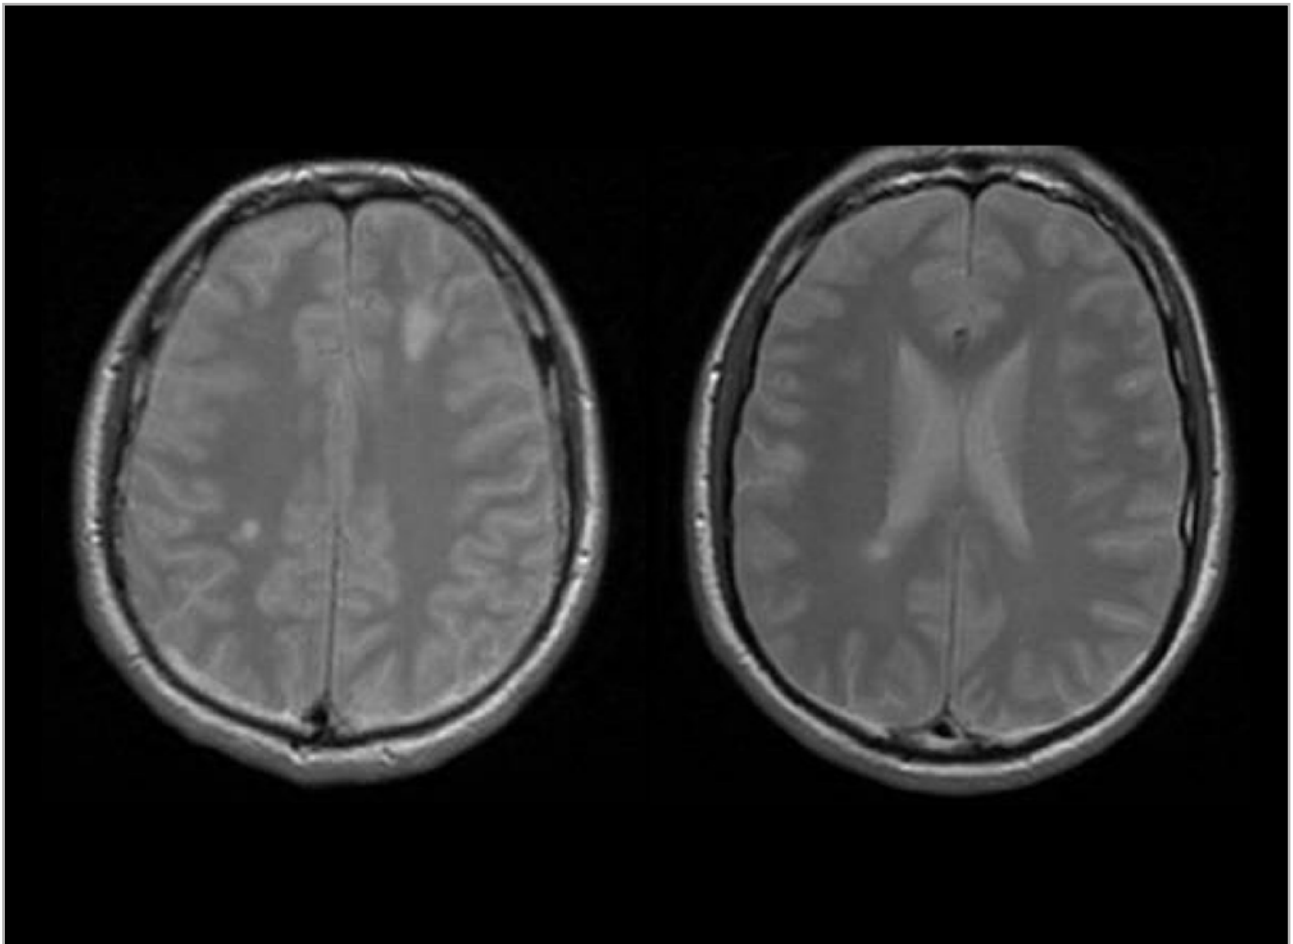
Resonancia magnética (RM) de cráneo, secuencia ECO de gradiente T1 3D y gadolinio, TSE (T2-DP), FLAIR, ECO de gradiente T2 realizada 3 meses tras el primer episodio. Mejoría radiológica con disminución de tamaño, captación, edema vasogénico y efecto masa de las lesiones previas.
